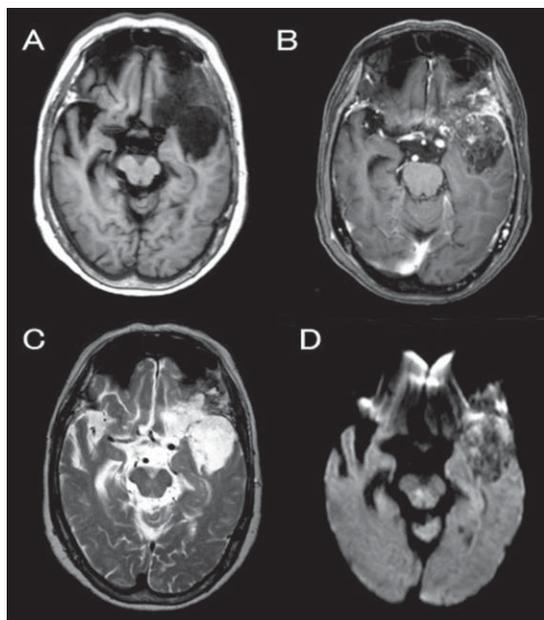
頭部MRI T1強調画像(A), 造影T1強調画像(B), T2強調画像(C)および拡散強調画像(D)
